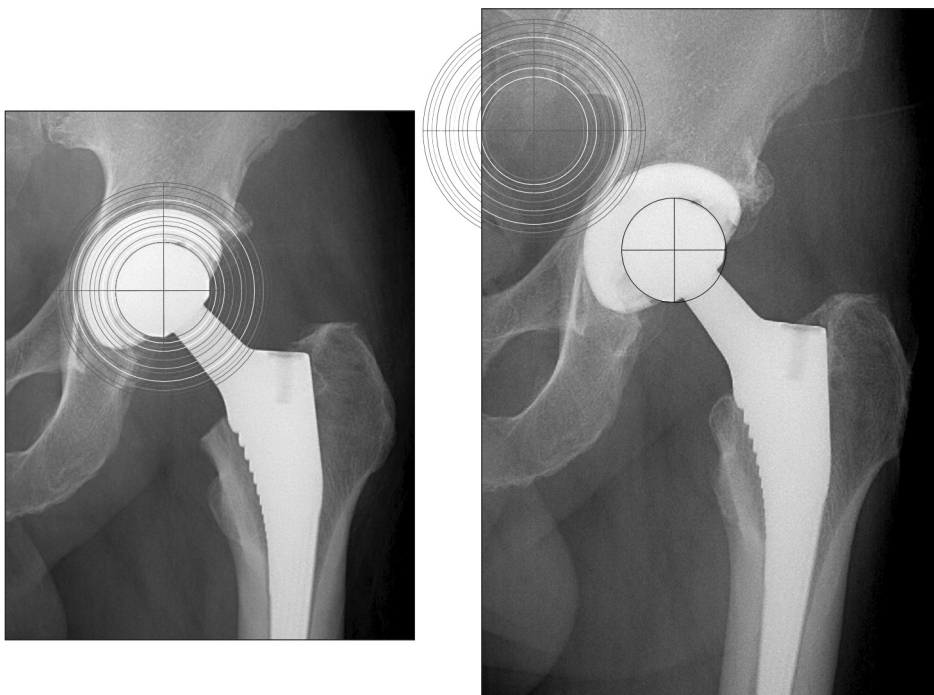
Postoperative 3 months (left side) and postoperative 6 years (right side) hip anteroposterior radiographs. Taking note of the overlay pattern on the left side, an attempt was made to move the other set of the acetabular templates to the right side, and match the same colored circle to the margin of the acetabular cup on the left side.
